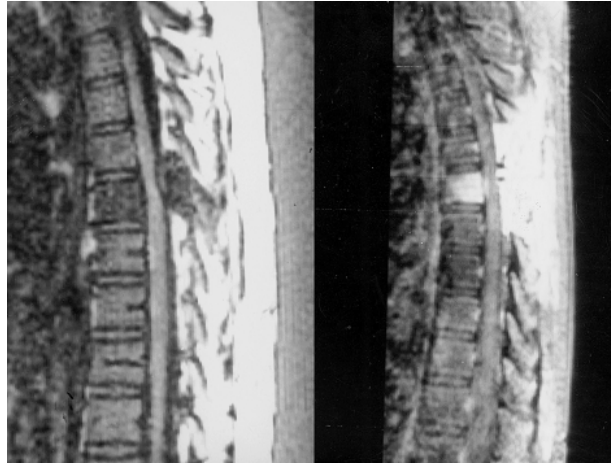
Ressonância magnética pré-operatória. Figura à esquerda, imagem sem contraste. Na figura à direita, nota-se realce do corpo vertebral de T6 bem como dos elementos posteriores após a injeção de contraste. Observa-se, também, uma extensa área de realce de tecido no espaço epidural que comprime a medula no nível da vértebra comprometida.
